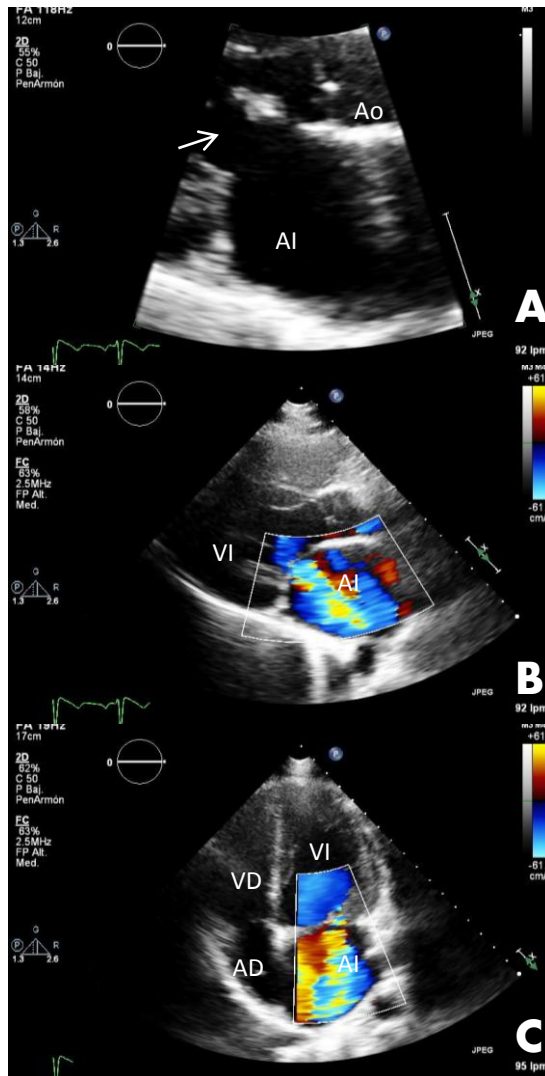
Paciente femenino de 28 años con diagnóstico de LES de 1 año de evolución. SLEDAI 4 puntos. A. Vista paraesternal eje largo (PLAX) con zoom. La flecha señala la válvula mitral anterior, segmento A2, con engrosamiento de 6 mm. B. PLAX, con Doppler color. Se evidencia flujo de insuficiencia mitral importante. C. Vista Apical 4 cámaras. Muestra flujo de insuficiencia mitral importante que alcanza el techo auricular izquierdo. AI: aurícula izquierda. AD: aurícula derecha. VI: ventrículo izquierdo. VD: ventrículo derecho. Ao: aorta.
